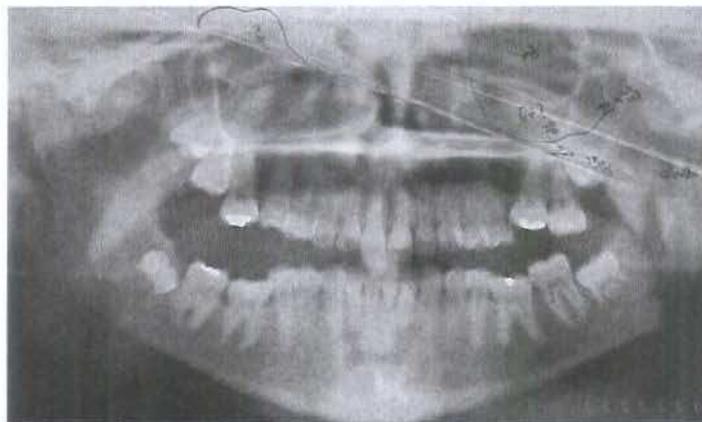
Imagem da Radiografia Panorâmica realizada no dia 10/04/2000.
